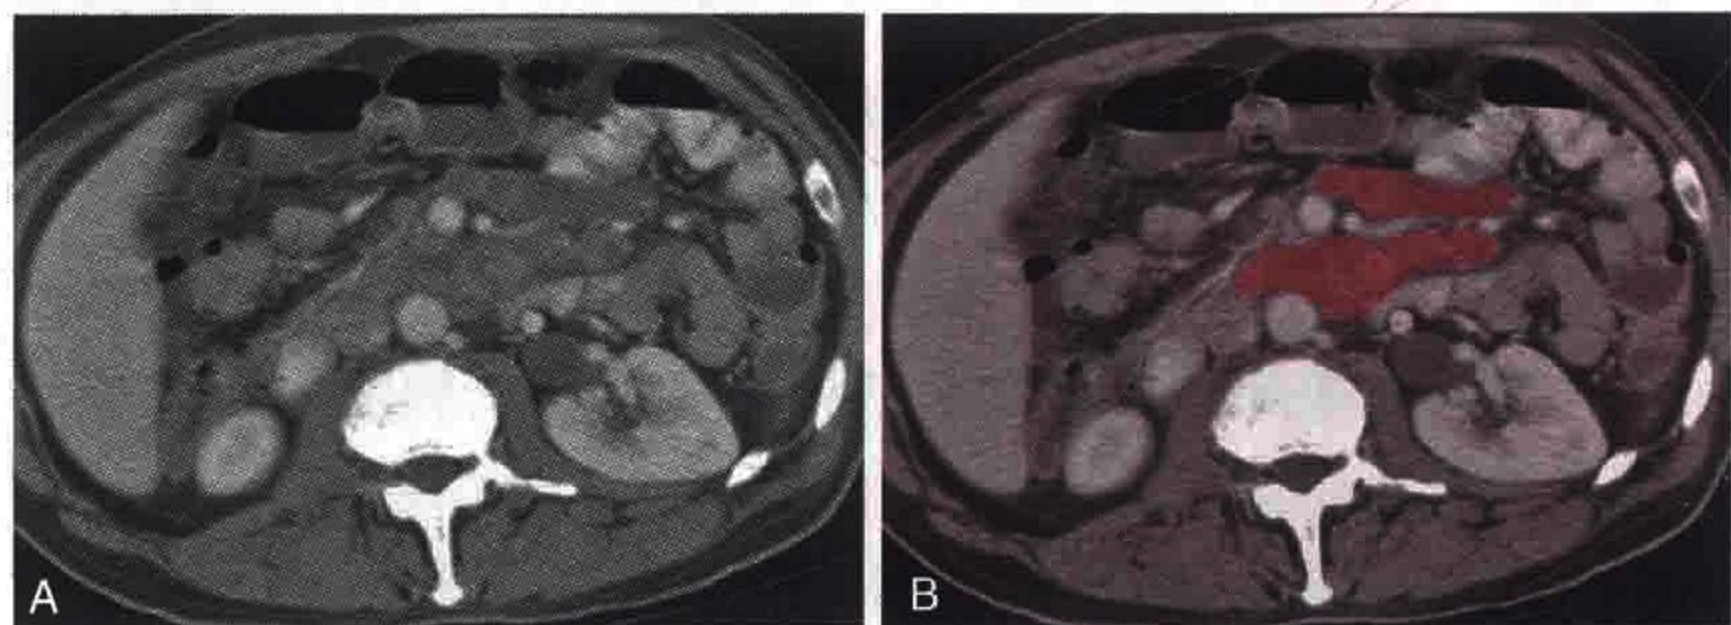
横轴位 CT 扫描显示淋巴瘤患者簇状分布的肠系膜根部肿大淋巴结（红色）
